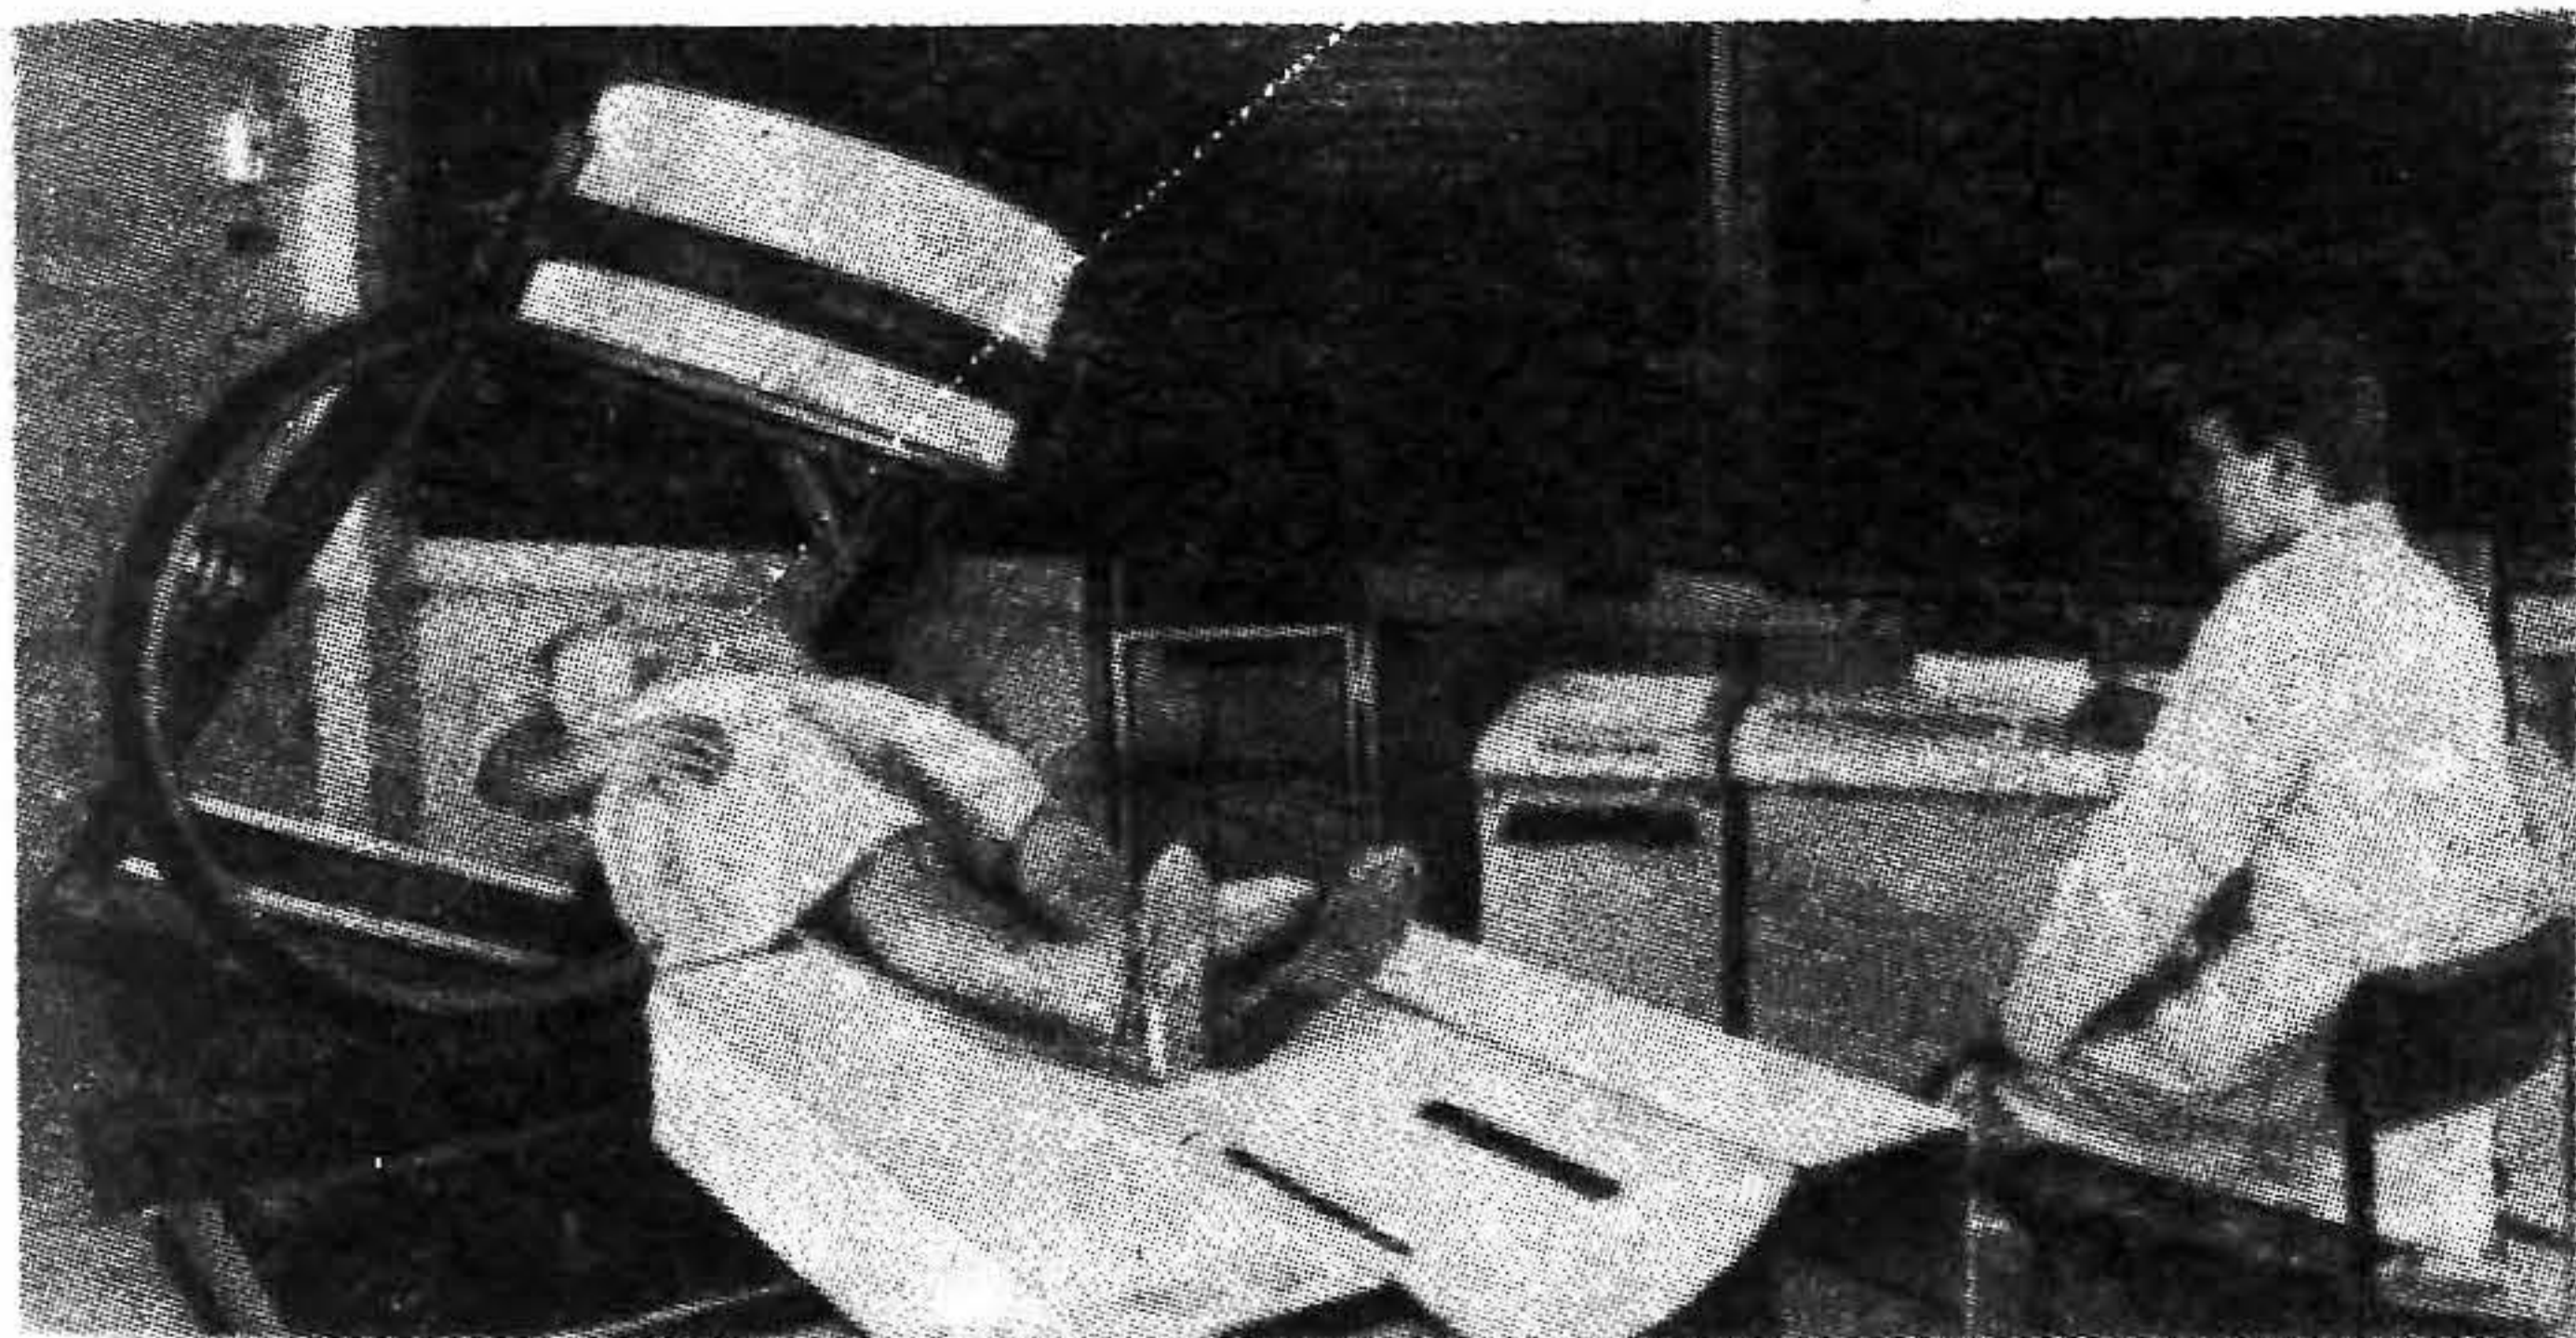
Вращающаяся гамма-камера и компьютер для трансаксиальной эмиссионной томографии.
